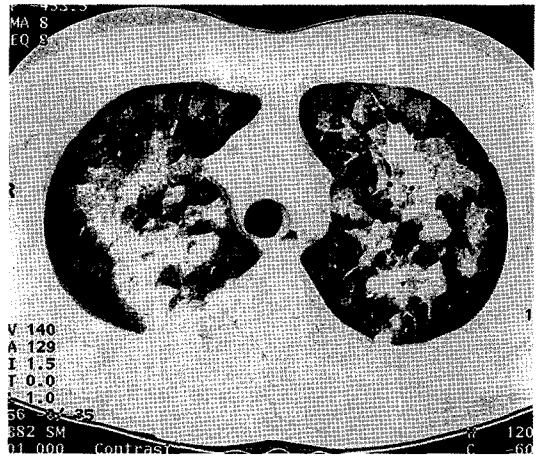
Chest HRCT on admission day : There noted multiple patchy airspace consolidation with ground-glass opacity on both right and left lung fields.
